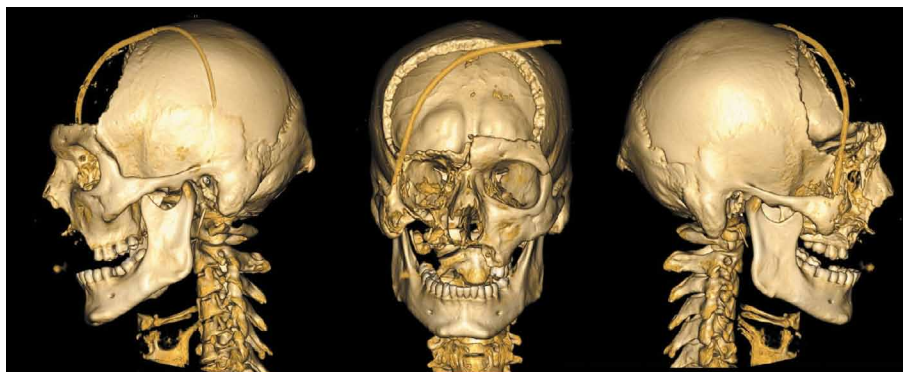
Трехмерная реконструкция при КТ после проведенного оперативного вмешательства. Figure 5. 3D CT after surgery.
